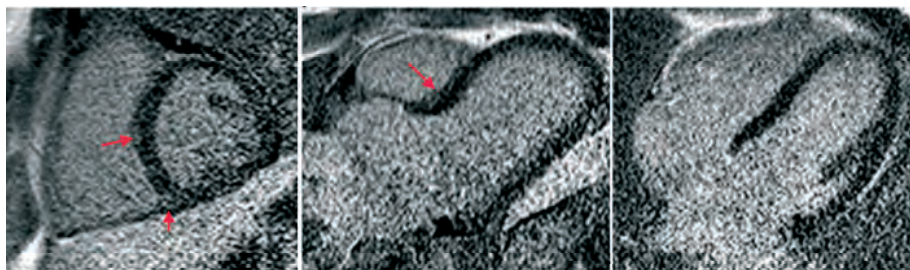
Магнітно-резонансна томографія серця пацієнта Н. після лікування.
